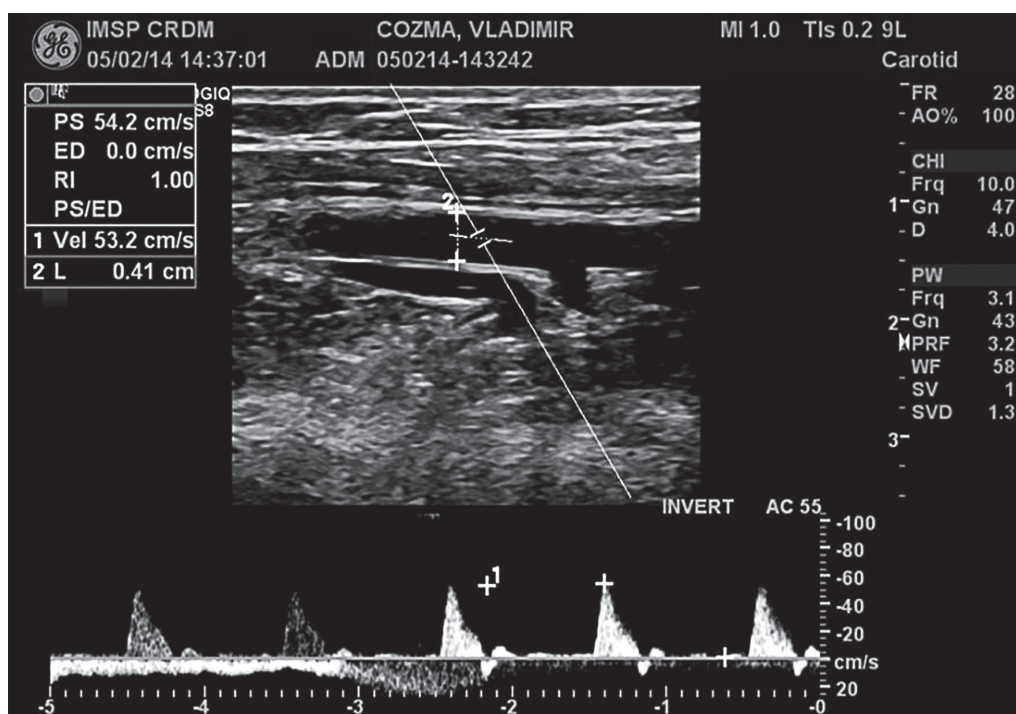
Estimarea non-invazivă a funcției endoteliale aplicând Duplex ultrasonor
